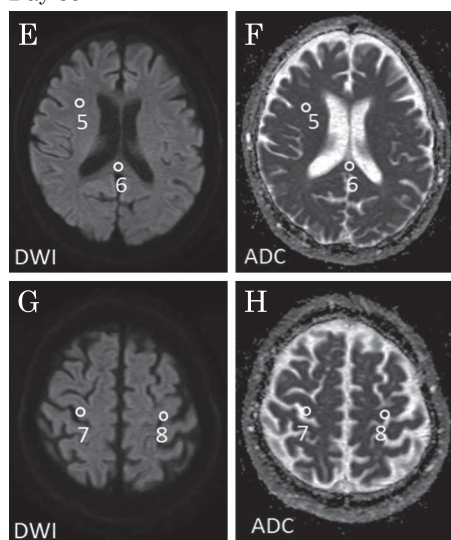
Comparison of signal intensity on diffusion-weighted image (DWI) and apparent diffusion coefficient (ADC) on ADC map. The coordinates of the region of interest in the ADC map are the same as those in DWI. At admission, ADC increased in corpus callosum showing high intensity on DWI (2), but did not decrease in cerebral cortex that also showed high intensity on DWI (3 and 4) (Axial, 1.5 T, TR 3,796 ms, TE 78 ms, b value = 1,000 sec/mm²). On day 35, all signal-intensity abnormalities disappeared (6, 7 and 8) (Axial, 1.5 T, TR 3,828 ms, TE 78 ms, b value = 1,000 sec/mm²).
